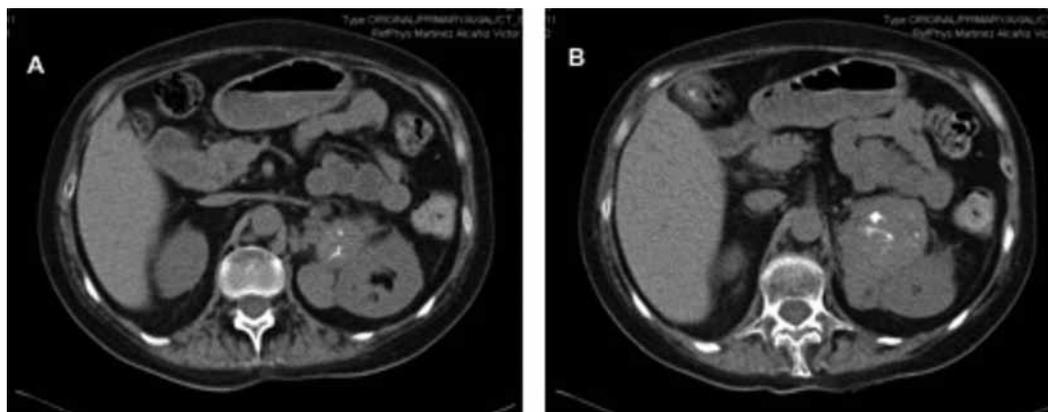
A-B. TC que muestra tumoración suprarrenal.
